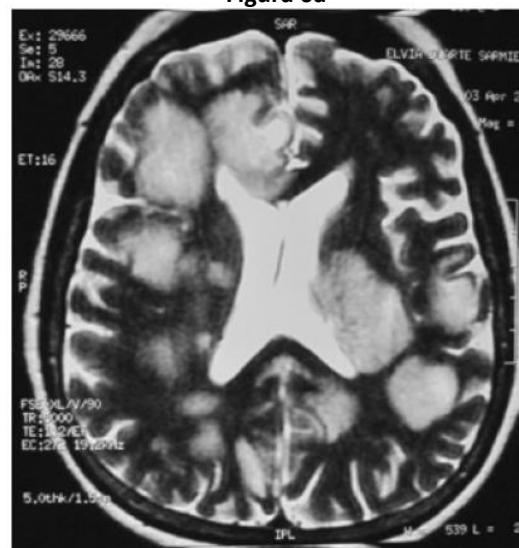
Figura 6aFigura 6 - RMN cerebral simple, corte sagital, secuencia FLAIR.
